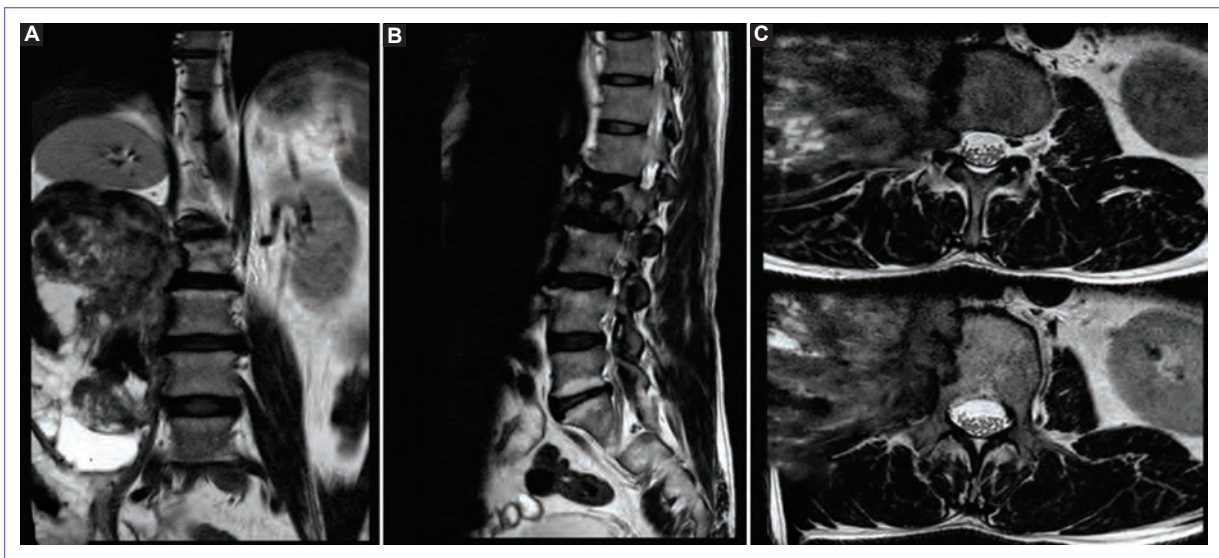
Resonancia magnética de columna lumbar al ingreso. A: en vista coronal se observa en secuencia T2 una masa hipointensa paravertebral derecha. B: en vista sagital se observa la destrucción del cuerpo vertebral L2. C: en vista axial, el cuerpo vertebral de L2 muestra reemplazo medular a nivel de su aspecto lateral derecho por masa retroperitoneal derecha, la cual muestra extensión a nivel foraminal entre L2 y L3 con compresión radicular y contacto del saco dural.
